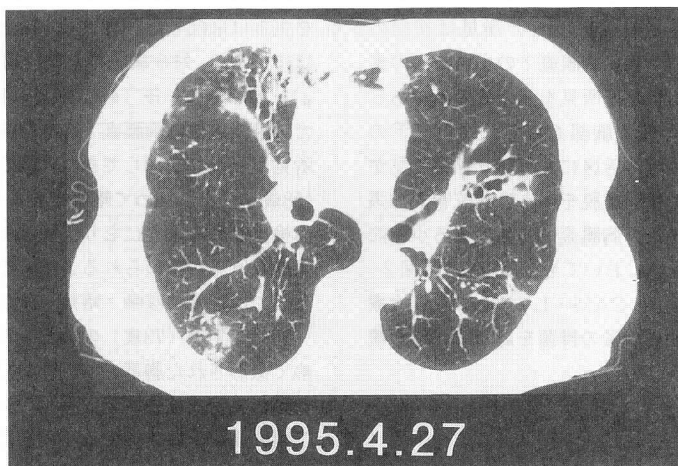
症例2: 胸部CT (Th8 level)
